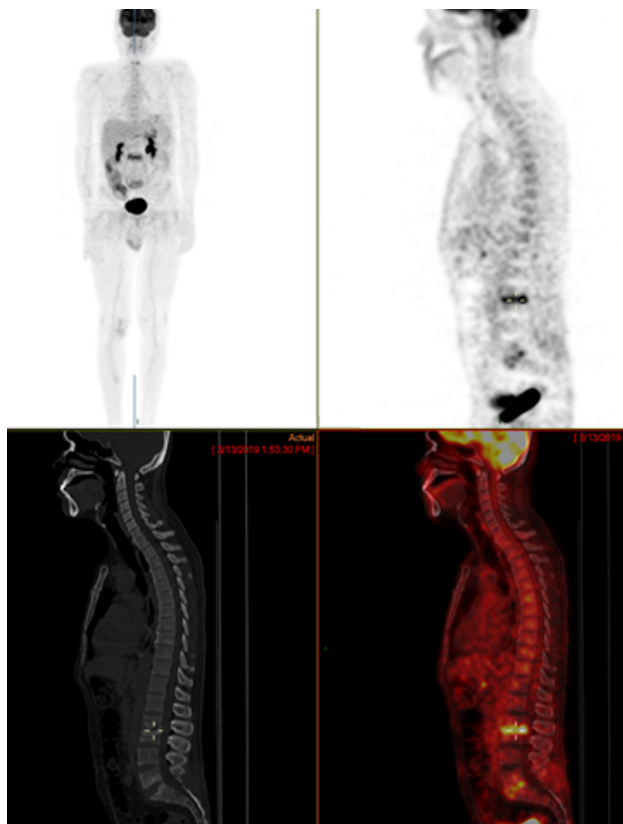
Baseline PET-CT showing two intense uptake foci in the lumbar spine at intervertebral spaces L2-L3 and L5-S1, with tumor activity due to plasmacytoma in 18F-FDG PET-CT. Upper right view: Sagittal PET. Upper left view: Maximum intensity projection. Lower right view: Fused sagittal image. Lower left view: Sagittal CT.
